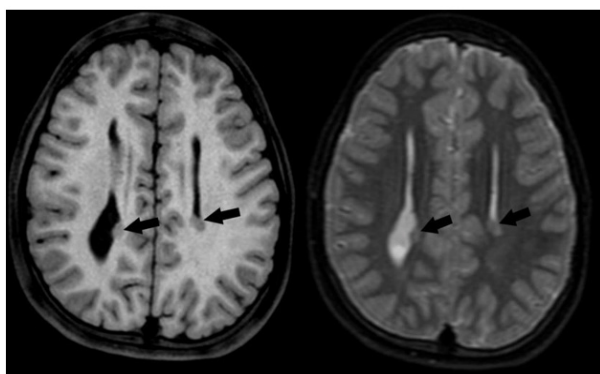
A 12-year-old boy patient with developmental delay. T1-weighted and T2-weighted axial brain MR images showed subependymal heterotopia that is isointense with gray matter in the trunk of the bilateral lateral ventricles and bulging towards the ventricles (arrows).
